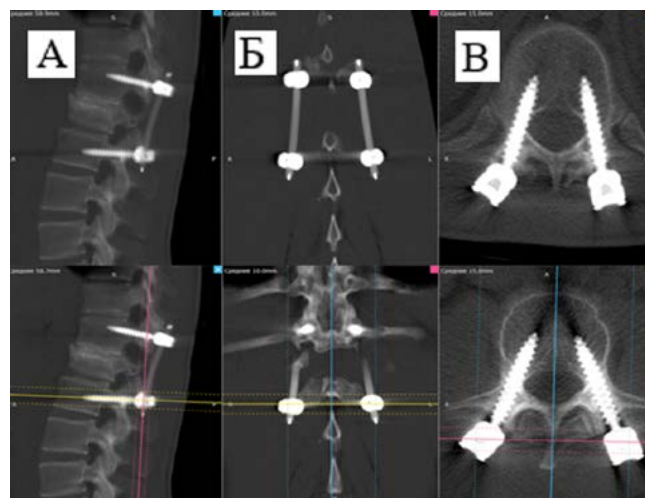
КТ поясничного отдела позвоночника от 4 ноября 2024 года: сагиттальная (А), фронтальная (Б) и аксиальная (В) проекции. Ось позвоночного столба сохранена, конструкция устойчива, признаков резорбции костной ткани вокруг винтов не выявлено.
